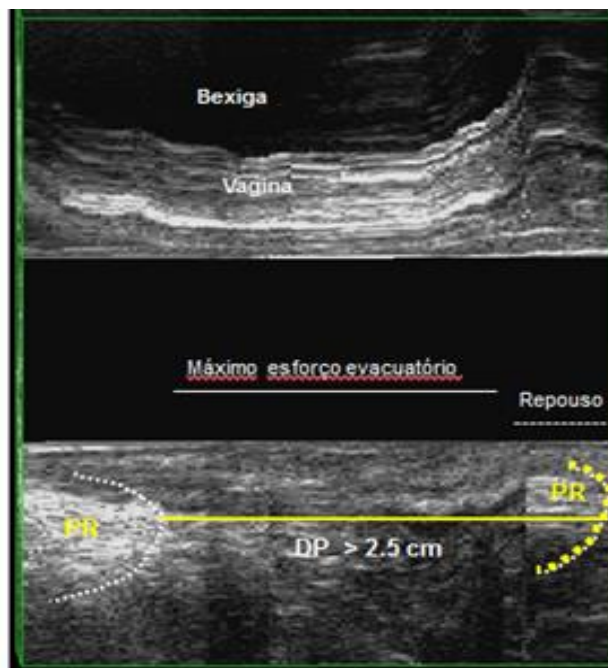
Deslocamento da posição do músculo PR no esforço evacuatório máximo na ECD. PR: Puborretal; ECD: Ecodéfecografia; DP: Descenso perineal (MURAD-REGADAS, *et al.*, 2012).
